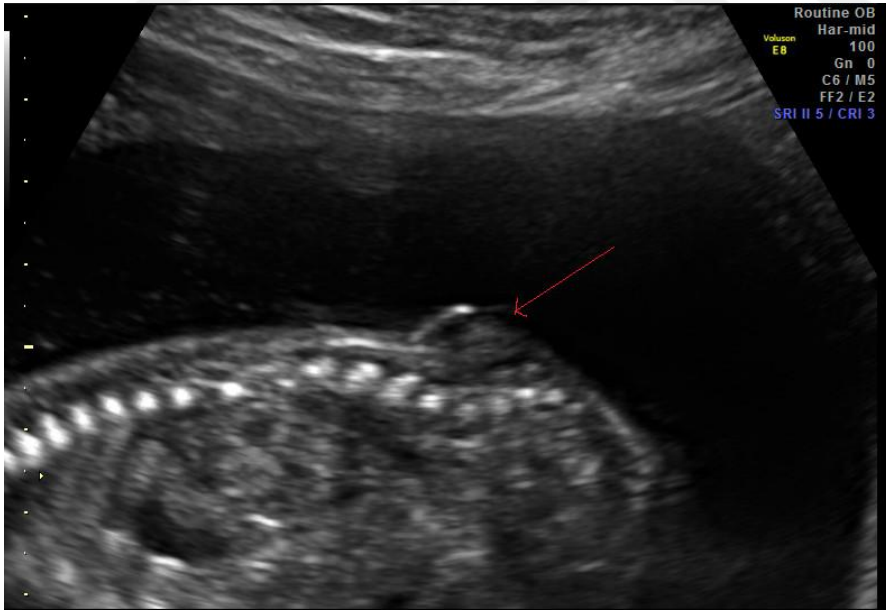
İniensefali Ultrasonografi (90)
